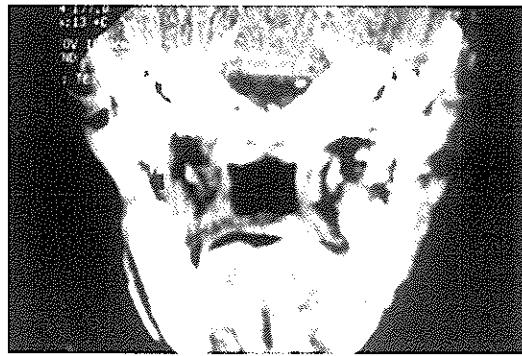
환자의 CT사진에서 우측 하악지와 과두부의 골파괴 양상과 이 부위를 덮고 있는 반흔 조직(→)을 관찰할 수 있음
